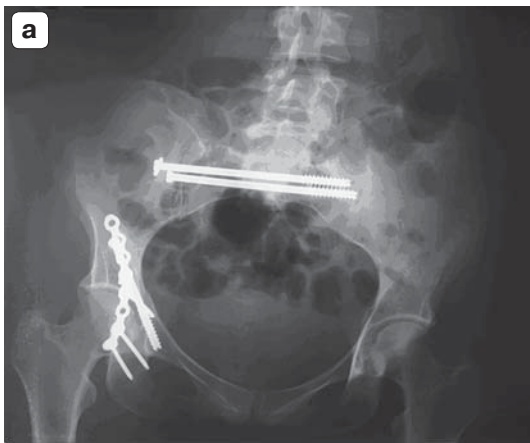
Состояние после репозиции крестцово-подвздошного сочленения справа с последующей фиксацией канюлированными винтами. Остеосинтез передней колонны винтом, задней колонны реконструктивной тазовой пластиной. а – рентгенограмма, визуализируется восстановление конгруэнтности суставной поверхности вертлужной впадины. Кортикальный тазовый винт проходит внесуставно; б – 3D-реконструкция. Восстановление тазового кольца и вертлужной впадины.
